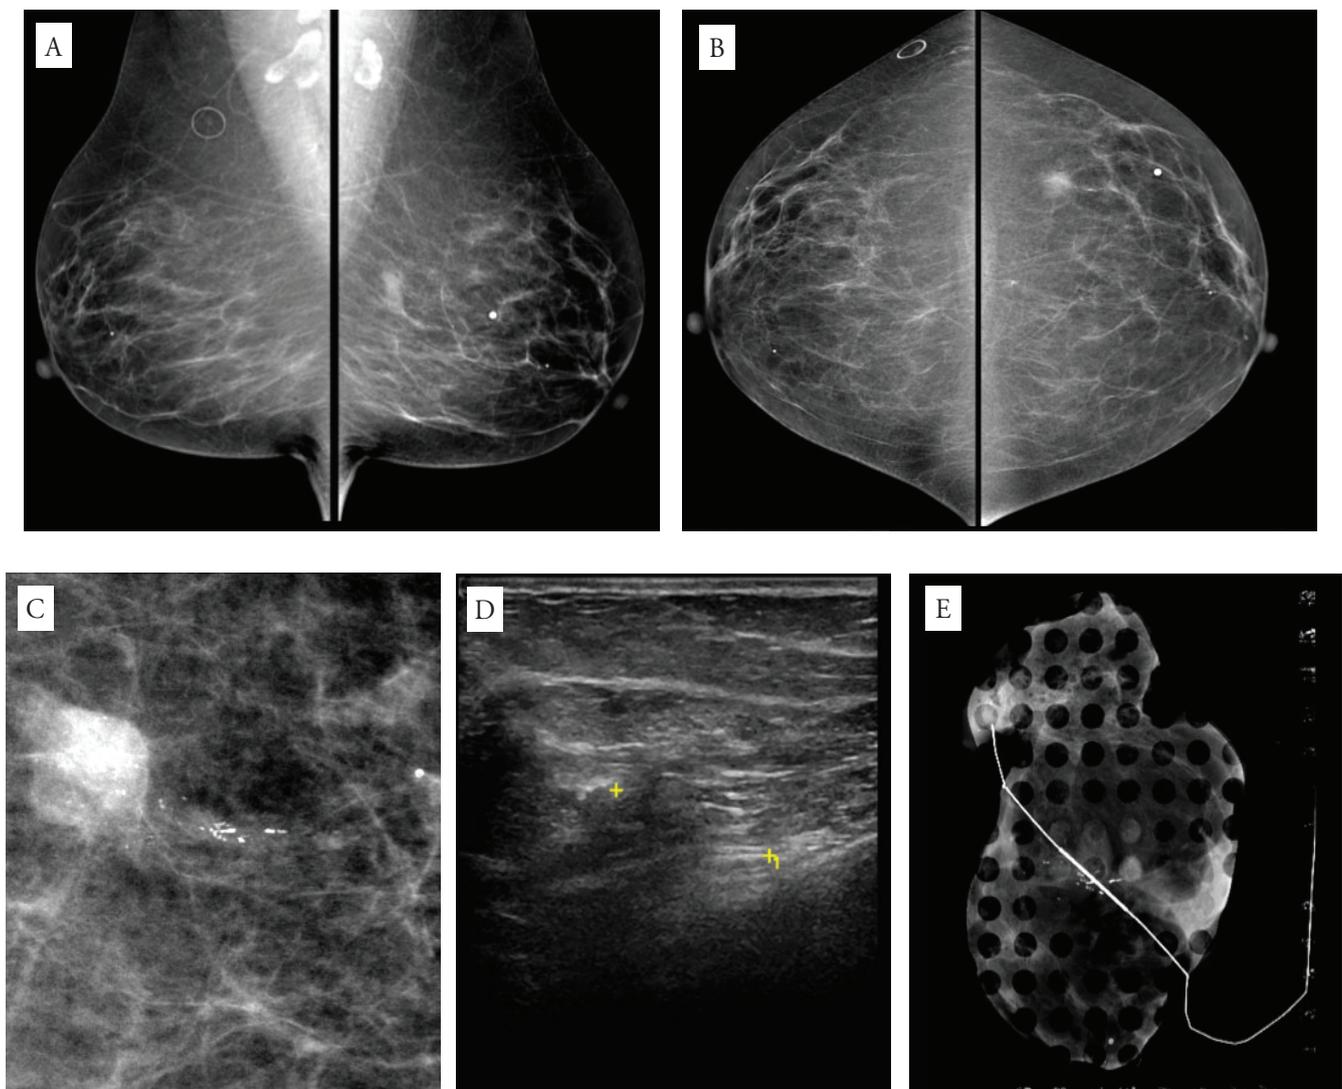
Achados radiológicos: (A e B) Mamografia, (C) compressão localizada, (D) ultrassonografia mamária, (E) controle radiológico após ressecção estereotáxica
